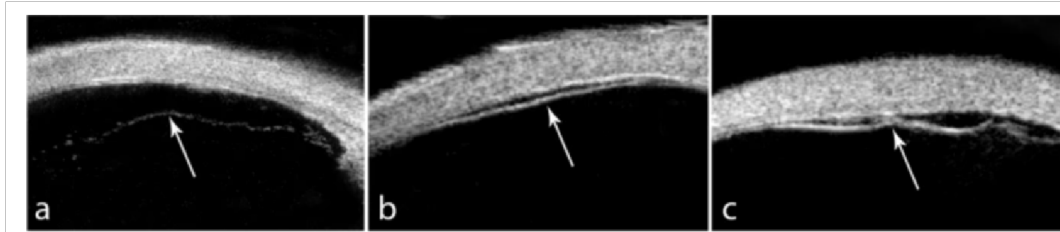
Optical coherence tomography* luka sklerotomi yang tidak tertutup (A dan B) dan tertutup I. A. Terlihat adanya celah (panah) di sklera terlihat sebagai area hiporeflektif. Konjungtiva (kurung atas), sklera (kurung tengah), dan badan silia (kurung bawah) B. Celah minimal (panah) di sklera terlihat sebagai area hiporeflektif sedang. C. Celah sklera hampir tidak terlihat di tempat sklerotomi (panah tebal), Celah (panah tipis) dicorpus siliaris yang masih terlihat. (Yamane *et al*, 2011)
